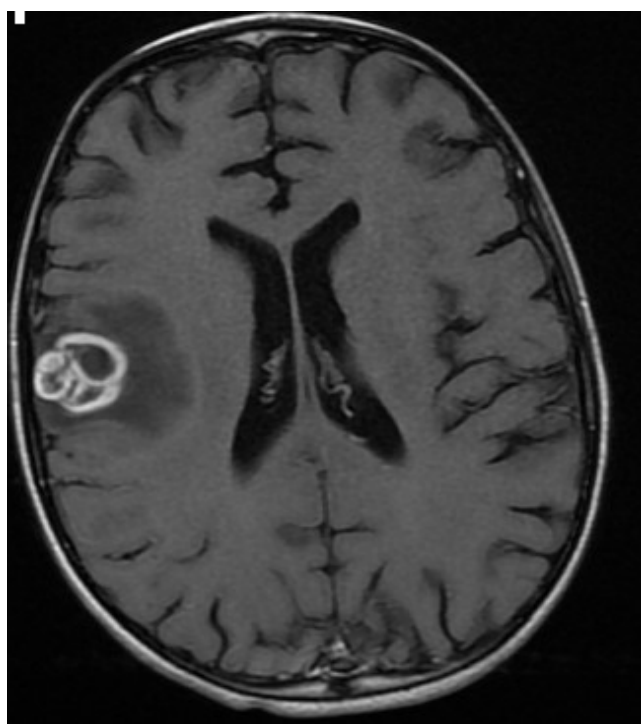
IRM cérébrales montrant une lésion temporo pariétal bilobé à centre nécrotique avec un œdème péri lésionnel évoquant un abcès tuberculeux (observation N°22)
